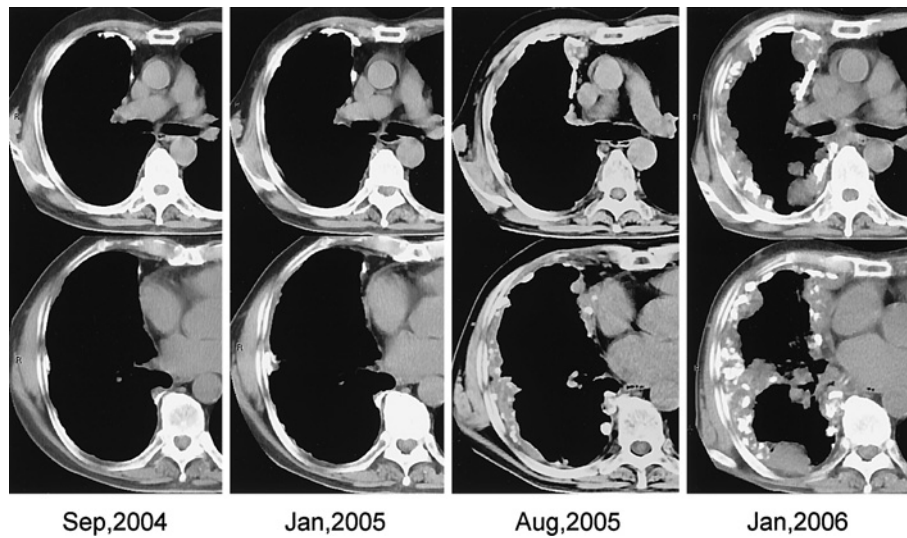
Follow-up chest CT scans after pleurodesis. There was gradual progression of the right pleural thickening and expansion of calcification-like lesion.
